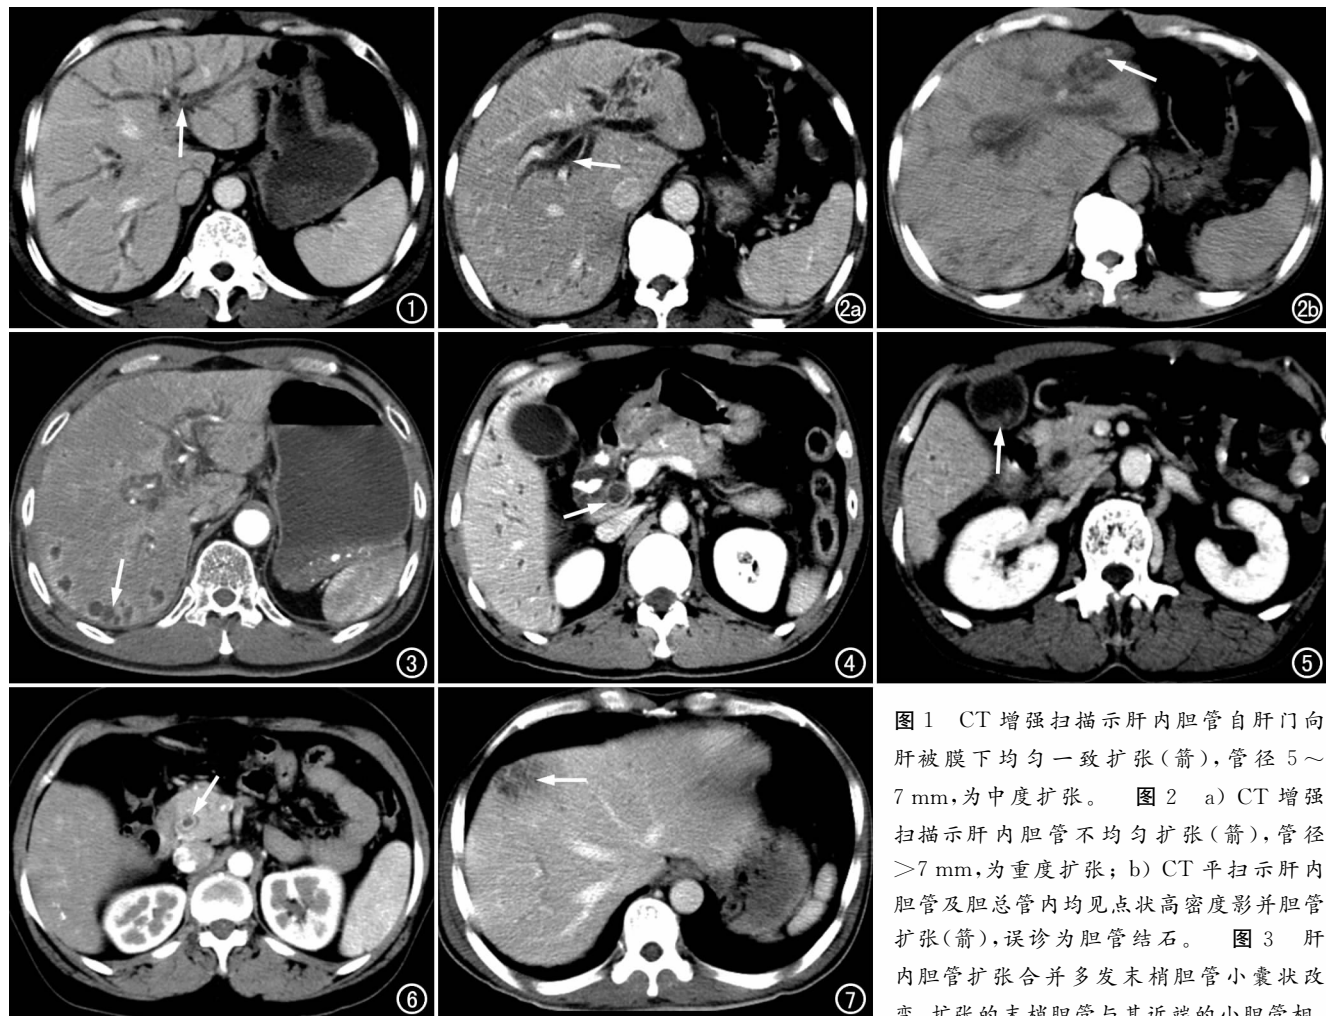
CT 增强扫描示肝内胆管自肝门向肝被膜下均匀一致扩张(箭),管径 $5\sim7\text{ mm}$,为中度扩张。图 2 a) CT 增强扫描示肝内胆管不均匀扩张(箭),管径 $>7\text{ mm}$,为重度扩张; b) CT 平扫示肝内胆管及胆总管内均见点状高密度影并胆管扩张(箭),误诊为胆管结石。图 3 肝内胆管扩张合并多发末梢胆管小囊状改变,扩张的末梢胆管与其近端的小胆管相比呈明显的膨大改变,呈圆形或椭圆形(箭)。
